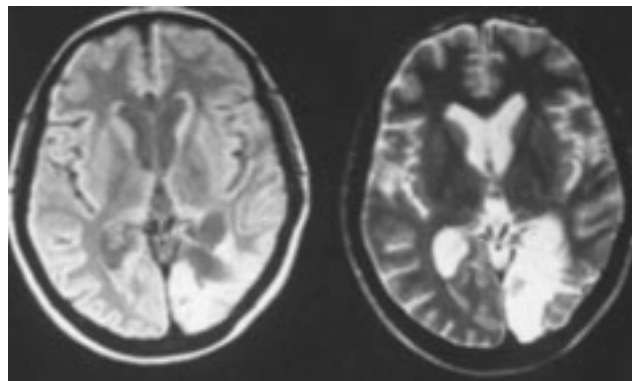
IRM del paciente. T1 y T2 muestran lesión parieto-occipital izquierda.
